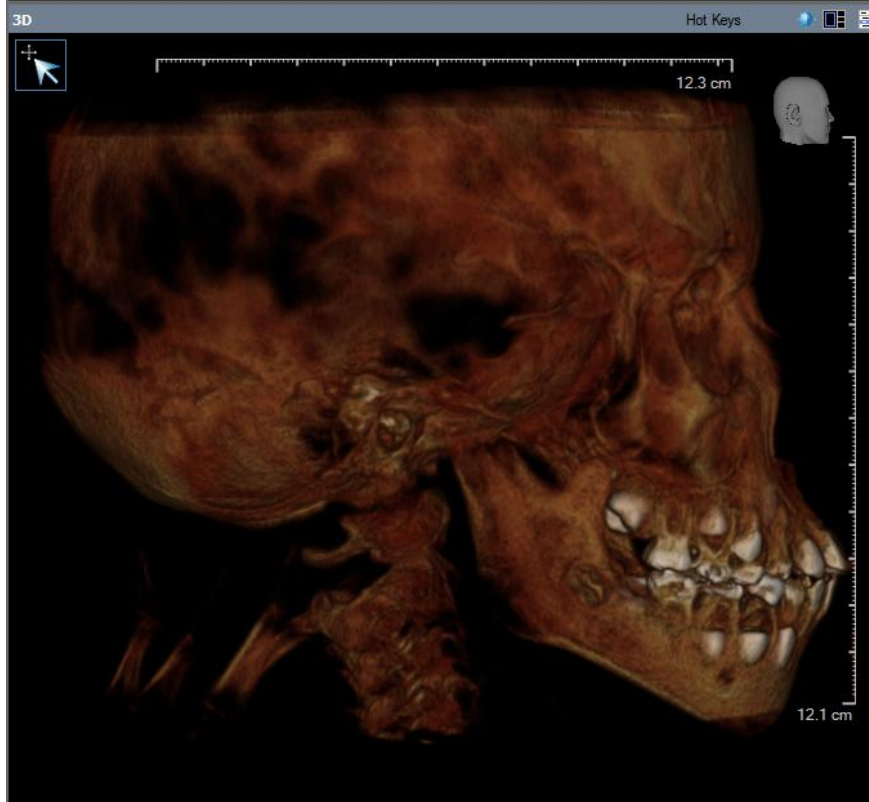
Tomografía en tercera dimensión por CONE BEAM vista lateral derecha, se aprecia O.D. seno del maxilar ocupado dentición mixta y mordida borde a borde.<sup>15</sup>
